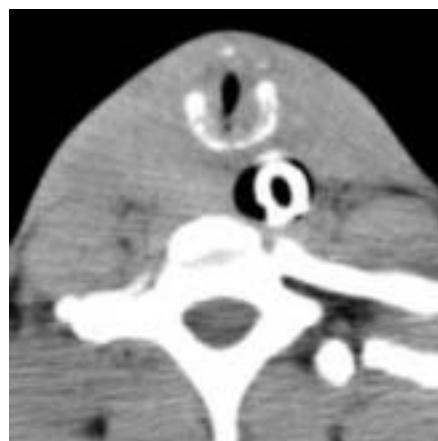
輪状軟骨(骨化が高度)レベルのCT画像。
